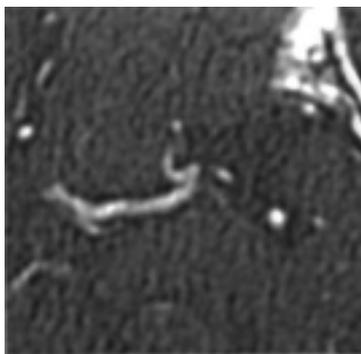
に示すように、zero cross point に若干の違いは存在(図 2c、図 2e)したが、4 近傍フィルター(図 2b) 8 近傍フィルター(図 2d)ともに、目的対象物および血管を良好に抽出した。しかしラプラシアンフィルターに限らず画像処理・計算方法は、black box の部分が存在する。より有効な頭部 3D-CTA を再構成するためには、メーカーとの共同研究が必要と感じた。
